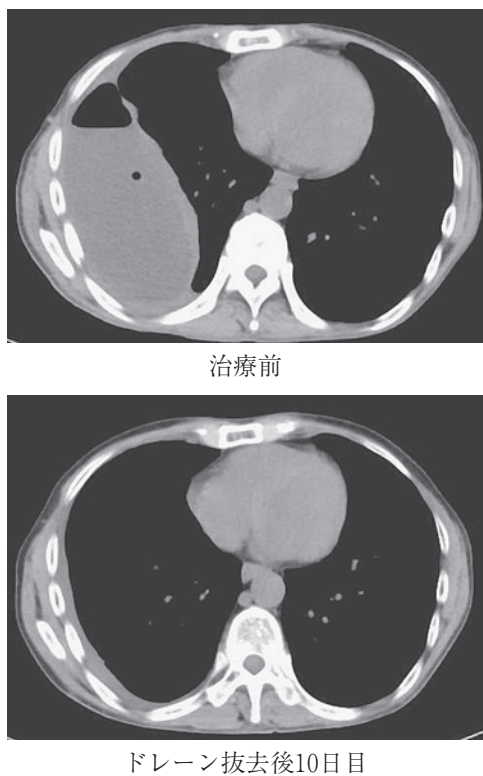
症例2の治療前とドレーン抜去後10日目のCT
